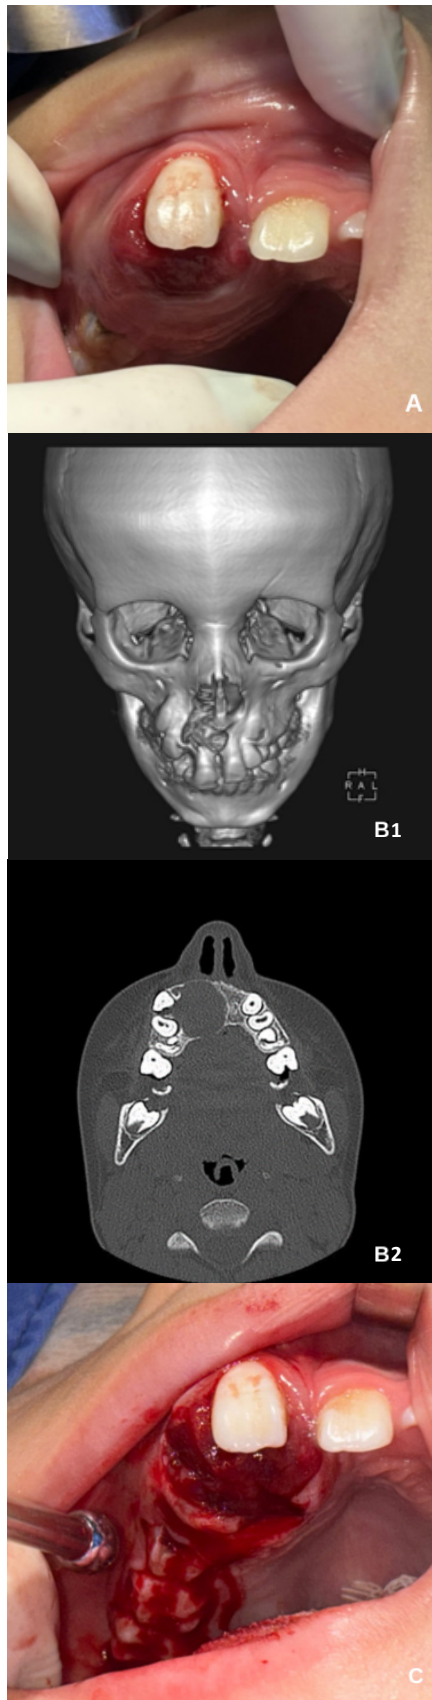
A. Aspecto da lesão na primeira consulta; B. Tomografia computadorizada; C. Biópsia incisional.
